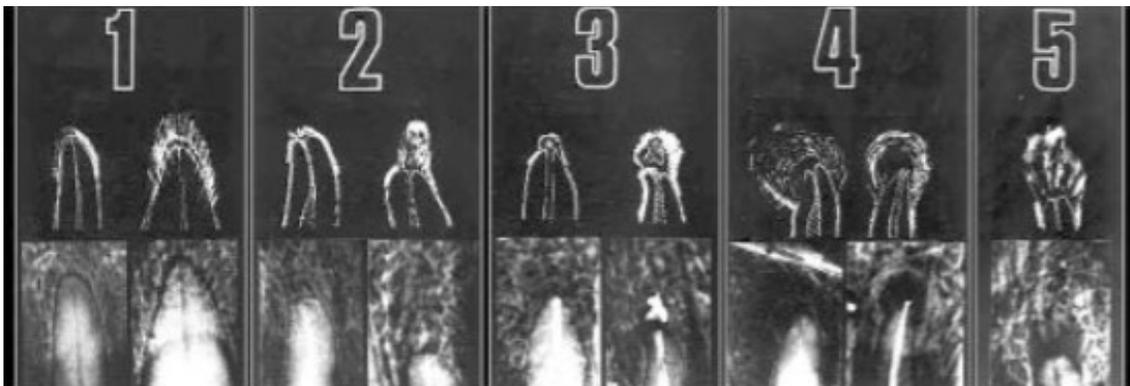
Radiografías tomadas como referencia para la valoración del estado periapical utilizando el índice periapical (PAI).
